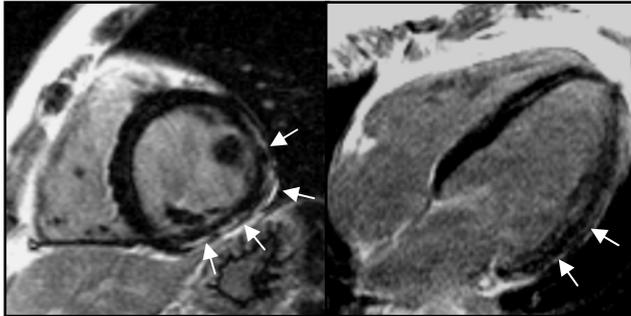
Kardiale MRT: *Beispiel für eine pathologische Kontrastmittel-Aufnahme (siehe Pfeile), die Vernarbungen im Herzmuskel erkennen lässt.*
